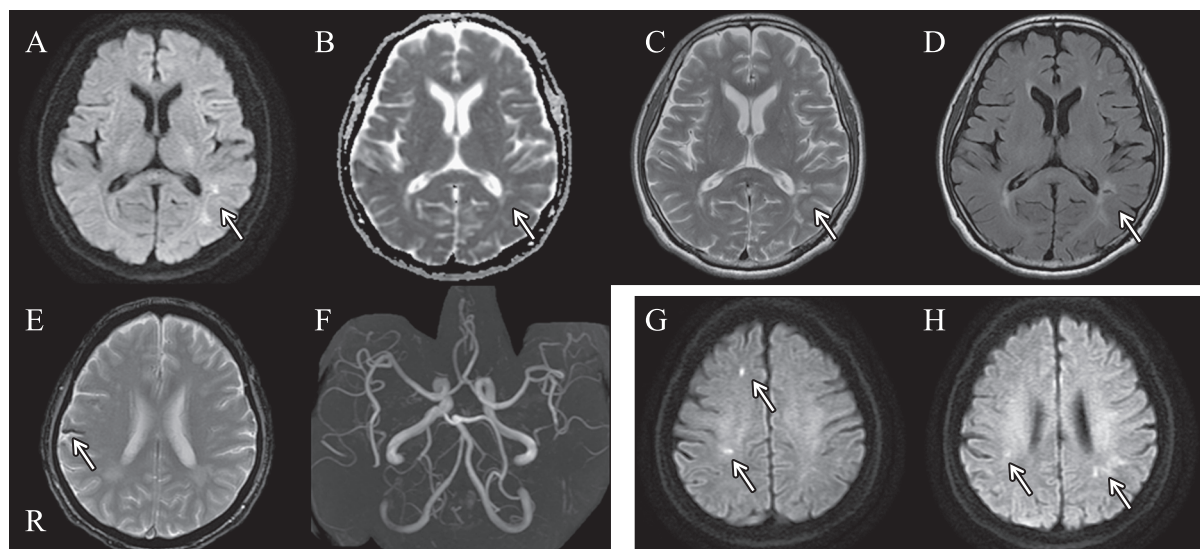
Brain magnetic resonance imaging on admission and at recurrence.
